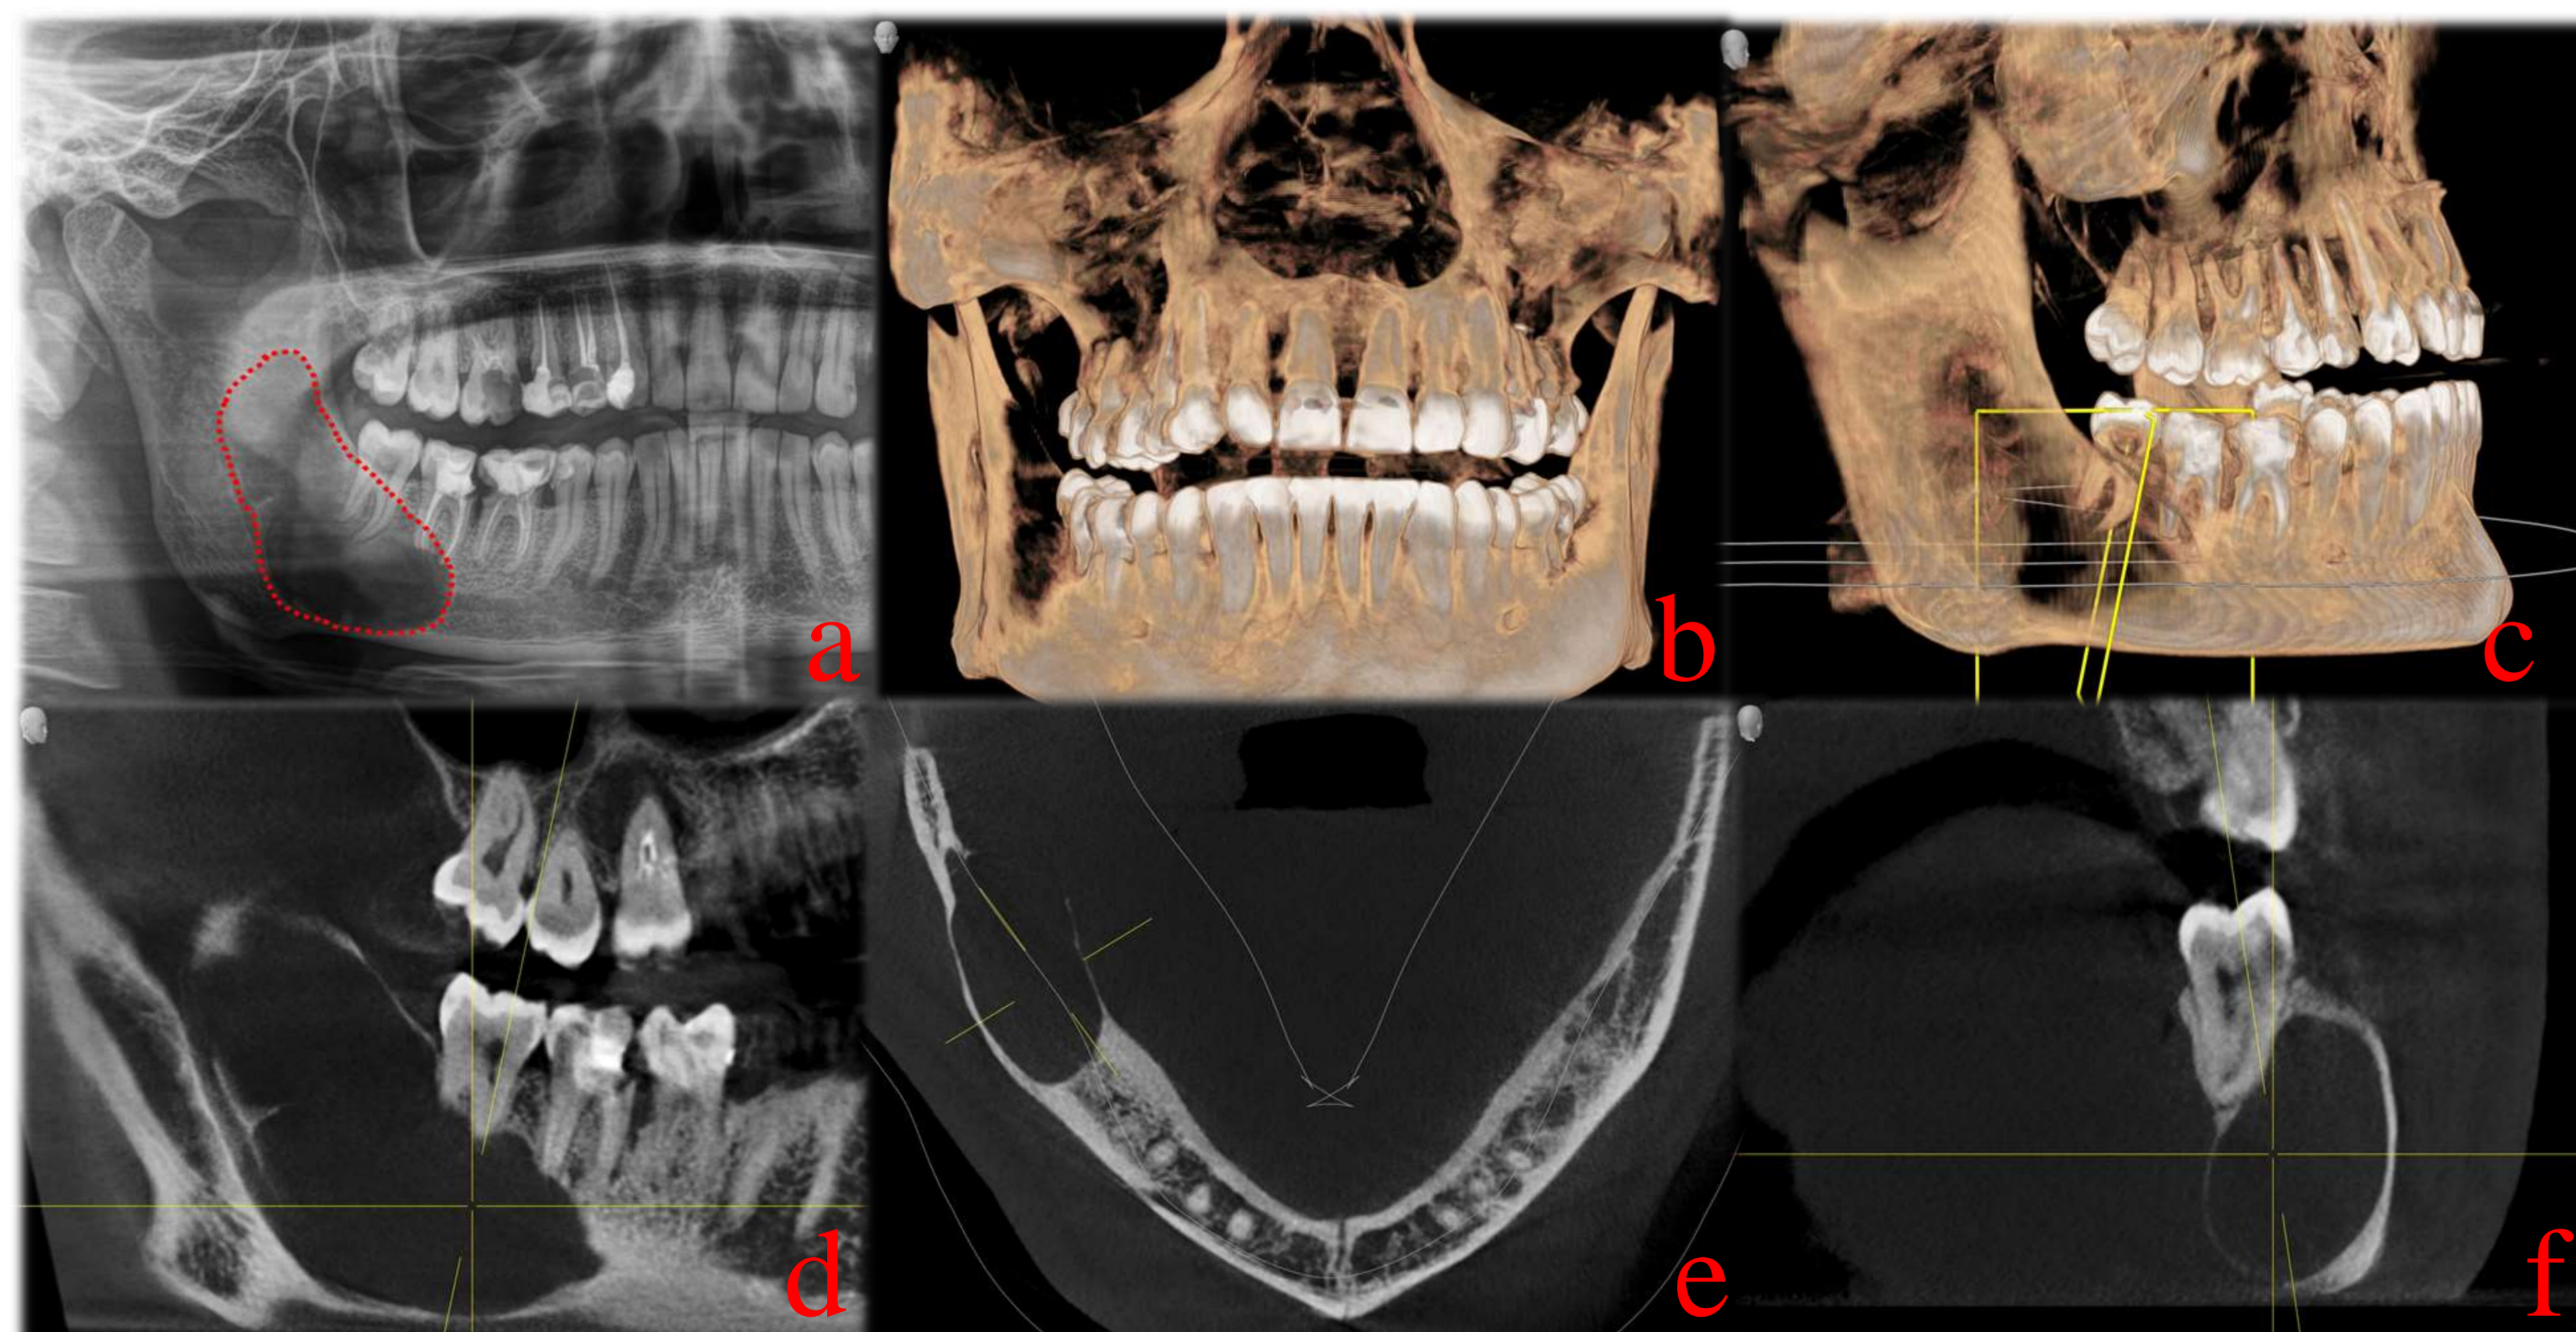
Examinarea radiologică a pacientului R.A. a. Conturarea marginilor zonei de radiotransparență pe secțiune de OPG, (b,c)Reconstruirea 3D a formațiunii chistice prin intermediul programului “SIDEXIS 4.2”: Aspect tomografic din profil și frontal, (d,e,f) Secțiuni din CBCT preoperator, d. secțiune coronară e. secțiune axială f. secțiune sagitală
